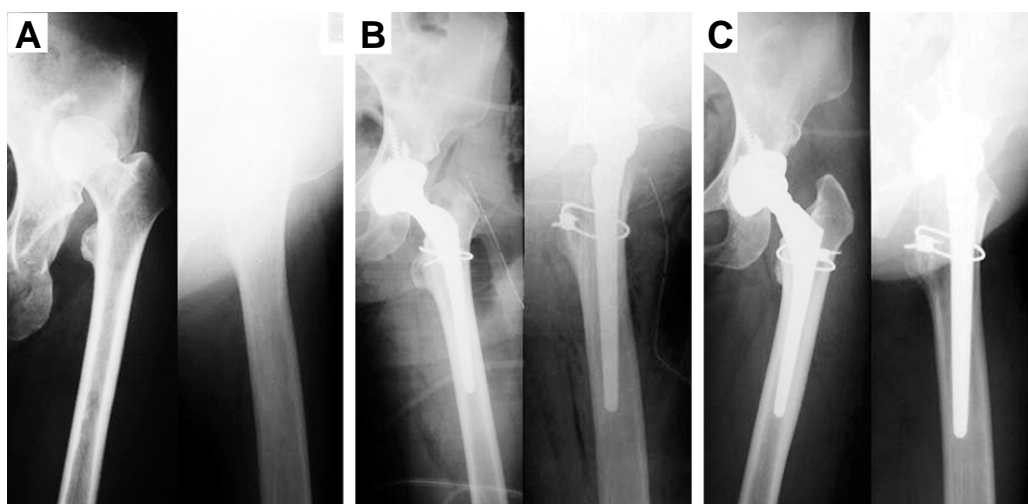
(A) Preoperative radiographs of a 42-year-old woman show Crowe grade IV unreduced congenital hip dislocation. (B) Anteroposterior and lateral radiographs taken postoperatively show that the acetabular cup was placed in the true acetabulum. (C) 8-year follow-up radiographs show no loosening of cup and stem.
